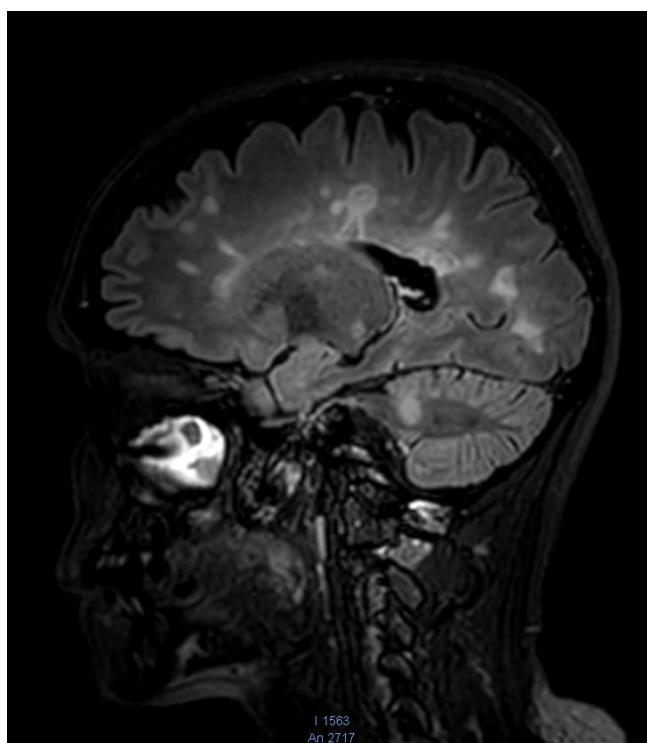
Imagen de resonancia magnética en secuencia FLAIR, en corte sagital a nivel del cuerpo calloso, con la presencia de lesiones hiperintensas digitiformes en el surco caudotalámico y sustancia blanca periventricular.*
